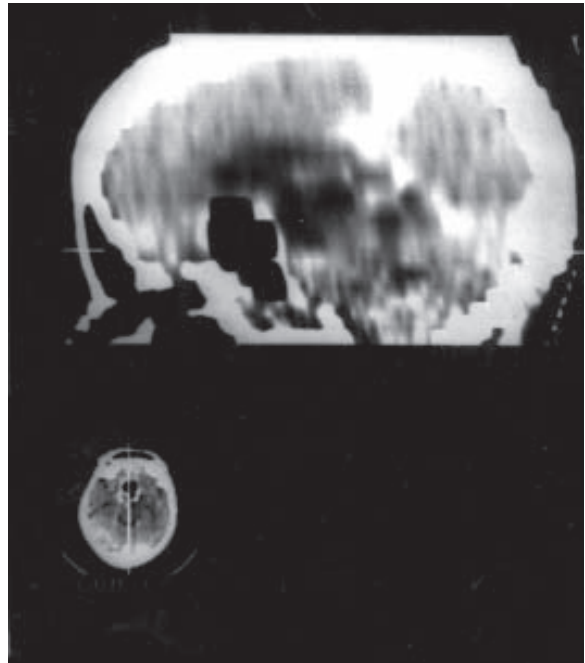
Tomografia, realizada em 1999, durante esta internação, mostrando bolha de ar na loja do macroadenoma.
